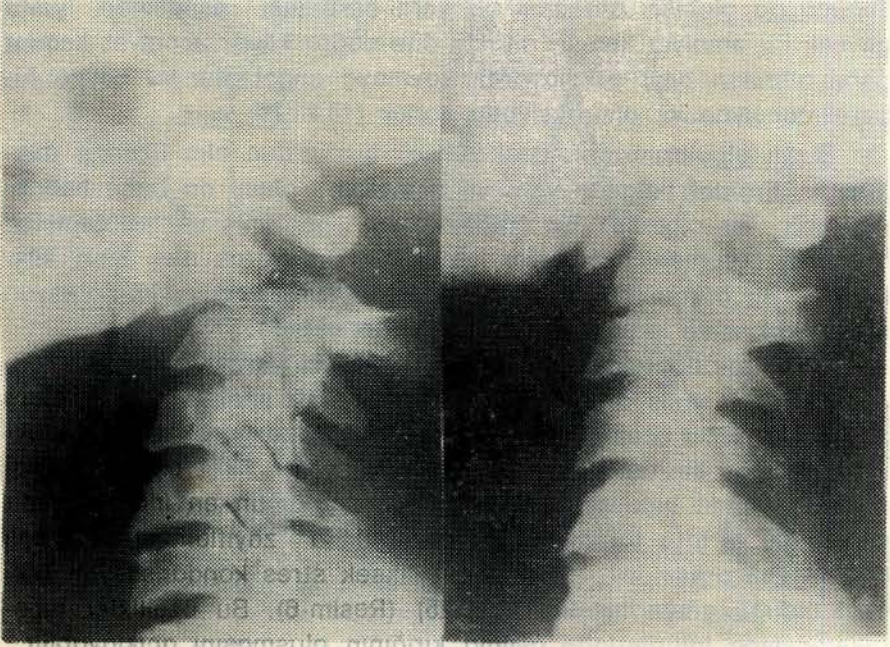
4 — Olgu - 2 nin A-B. Ameliyattan önce ve C. sonraki lateral grafisi.
